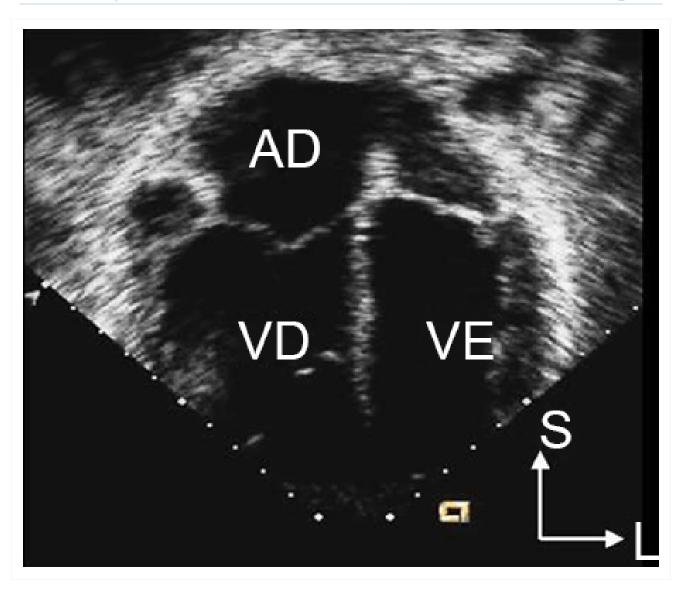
Imagem de ecocardiografia apical de 4 câmaras revelando dilatação do ventrículo direito em um paciente com defeito do septo atrial (DSA). L: lateral; VE: ventrículo esquerdo; AD: átrio direito; VD: ventrículo direito; S: superior
